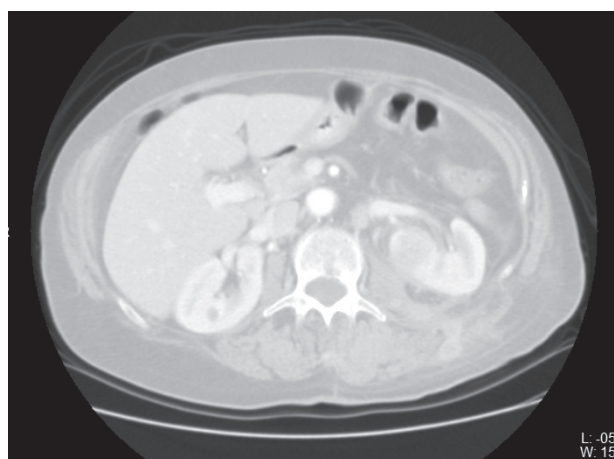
La TC evidenzia una significativa riduzione di volume della formazione e netta detersione del comparto posteriore.
